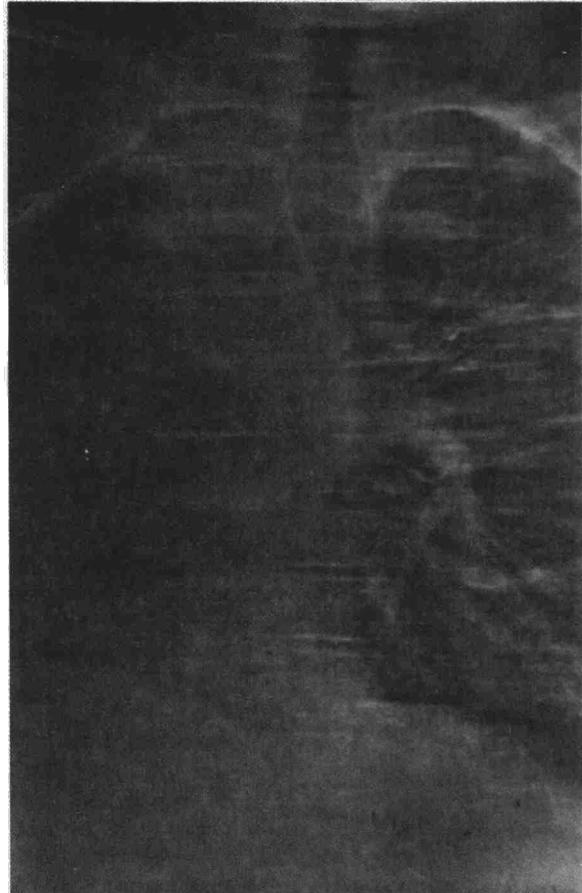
Xerotomografía del carcinoma después de la resección parcial en la que se observa una desobstrucción del bronquio derecho.
